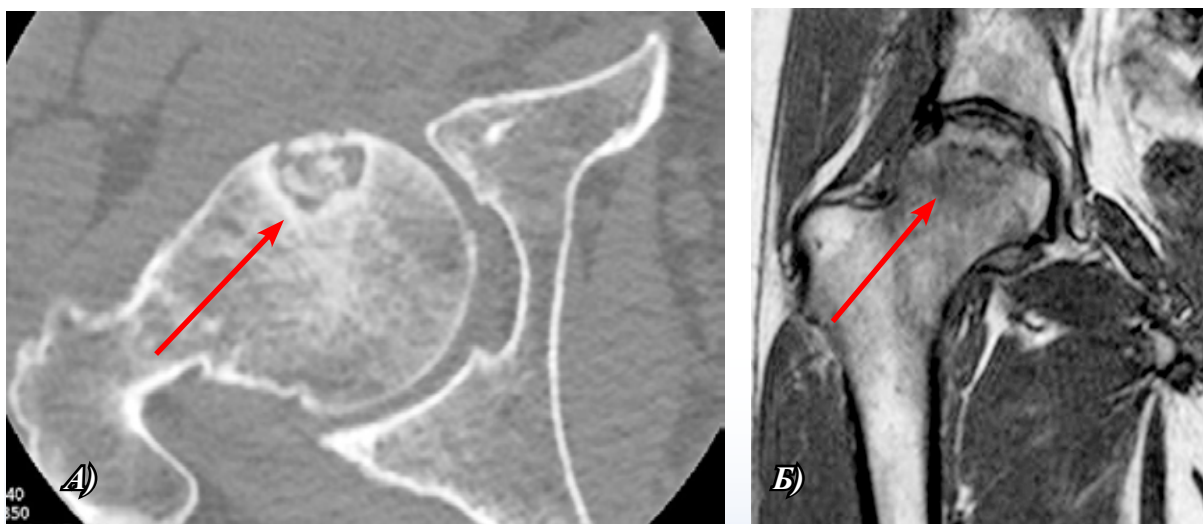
стадия III. На КТ-изображении в головке правой бедренной кости визуализируется костный фрагмент, отделённый от основной кости (А), на T1-ВИ аналогичные изменения (Б)
